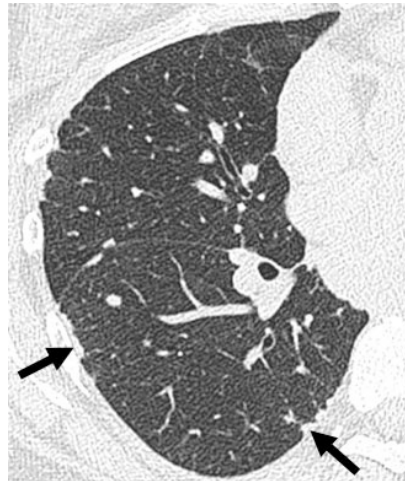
Corte transversal de TAC que muestra pseudo placas (flechas) en pacientes con sarcoidosis.
